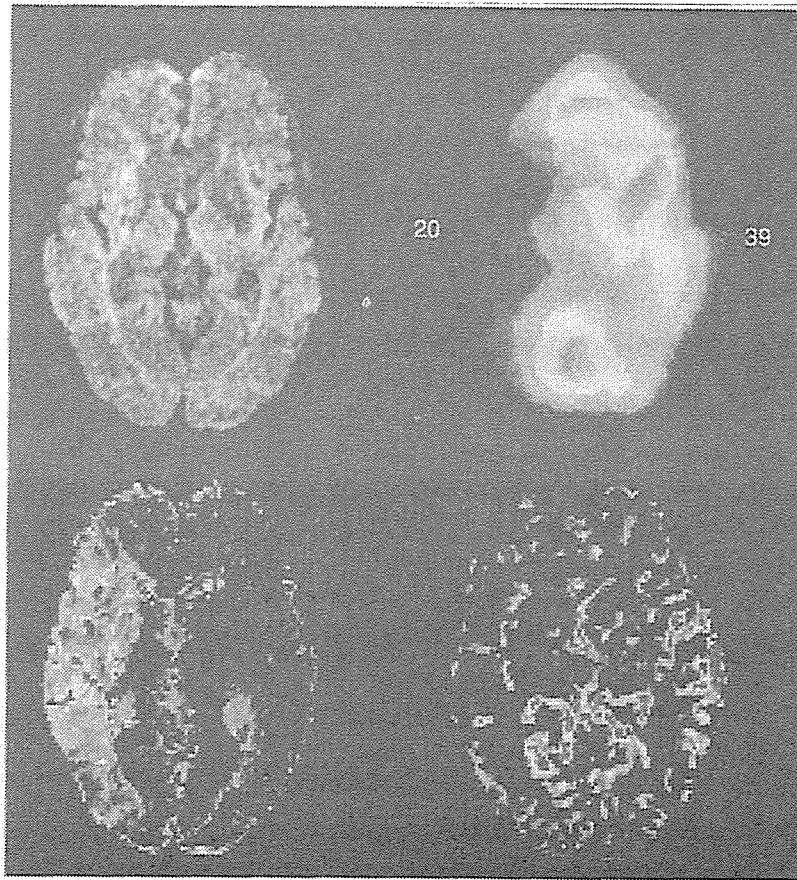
61 歳、男性：右脳梗塞(中大脳動脈閉塞症、心原性脳塞栓症)の DWI、PWI、¹³³Xe-SPECT
